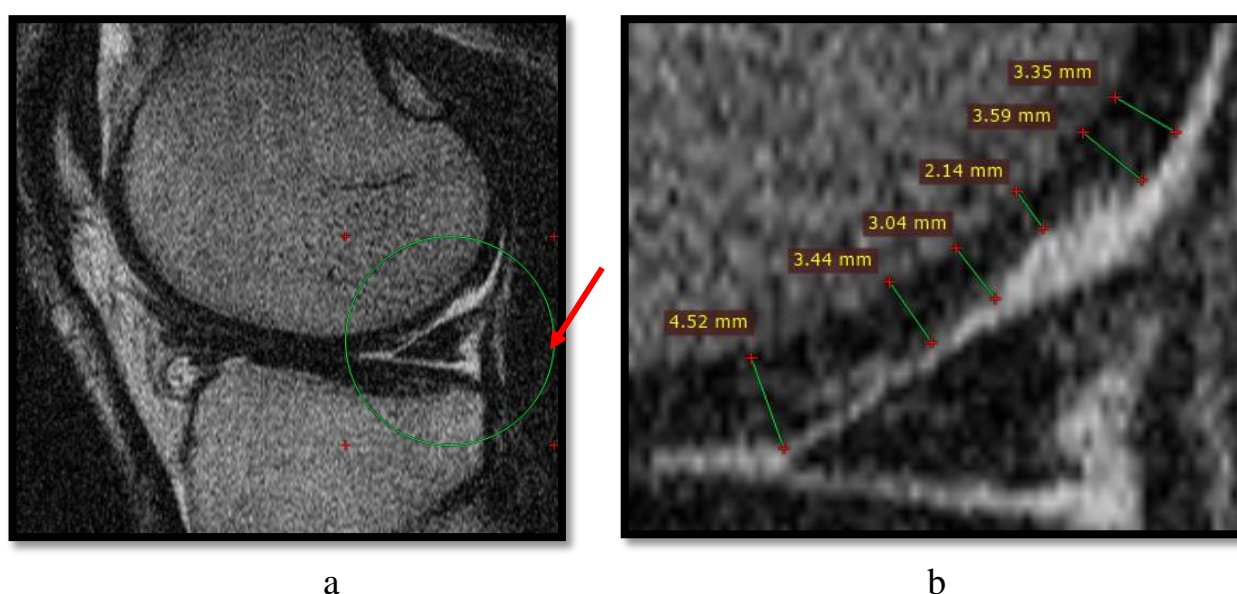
Данные первичной МРТ у пациента Б: а – общая картина; б – увеличенный масштаб с измерением толщины хряща
